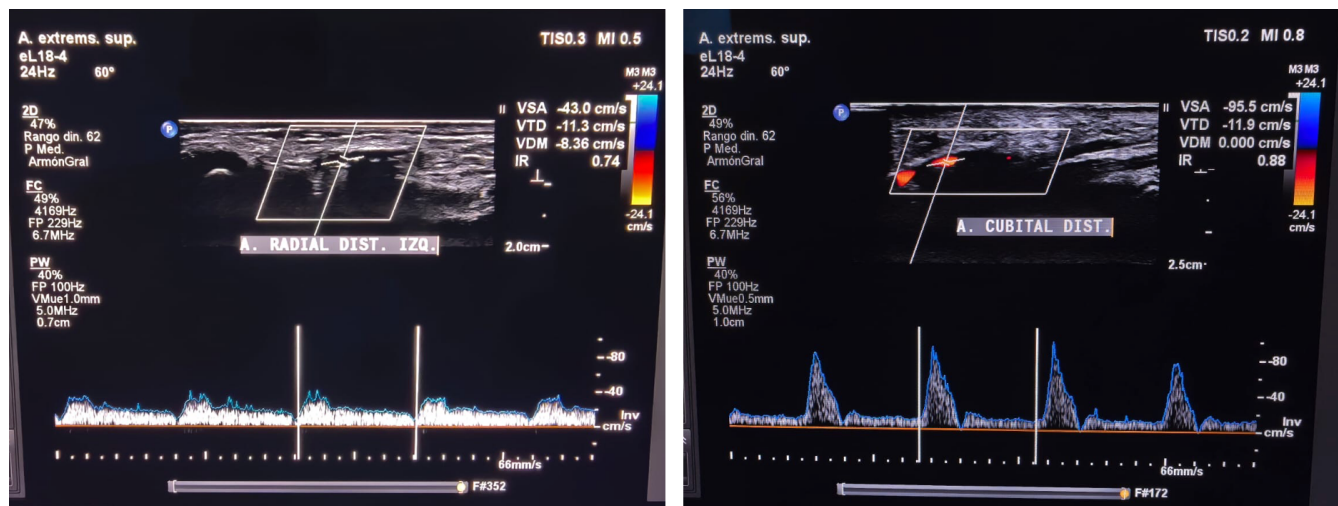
Ultrasonido Doppler arterial distal de extremidad superior izquierda en el postoperatorio inmediato. *Izquierda.* Arteria radial distal con flujos monofásicos, que alcanzan velocidades de 43 cm/seg. Demostrando permeabilidad inmediata mediante ultrasonido Doppler. *Derecha.* Arteria cubital distal con flujos bifásicos, con velocidades compensatorias levemente incrementadas, que alcanzan velocidades pico sistólicas de 93 cm/seg.
